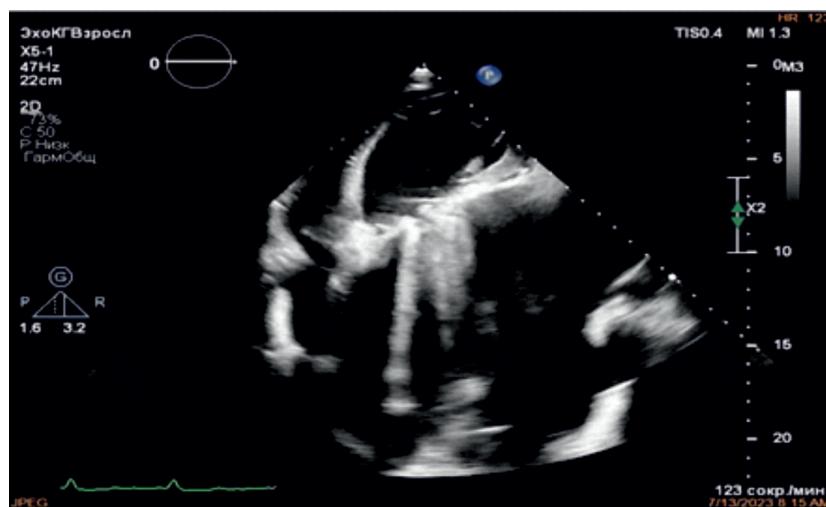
Эхокардиография пациента Б. в апикальной четырехкамерной позиции (до операции). Дилатация левых отделов сердца. Гигантское левое предсердие придавливает правые отделы сердца. Расширение легочных вен. Сократительная способность левого желудочка снижена.
